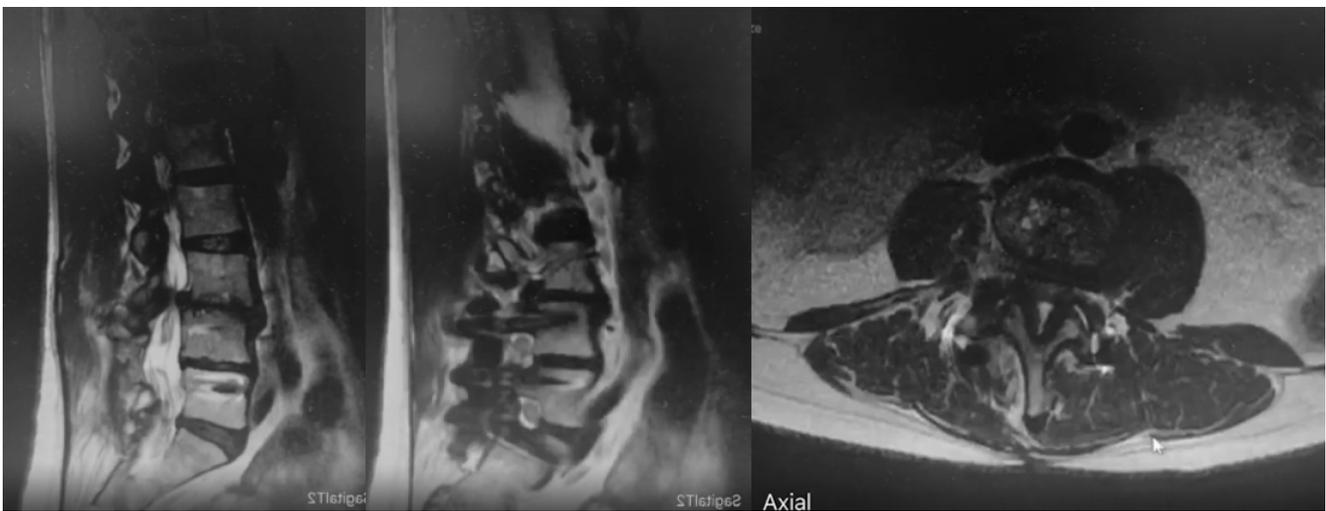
RMN ponderada en T2. Corte axial cambios degenerativos, canal estrecho L3/L4; Hernia foraminal derecha; Estenosis foraminal derecha; Espondilolistesis con cambios de inestabilidad del segmento
